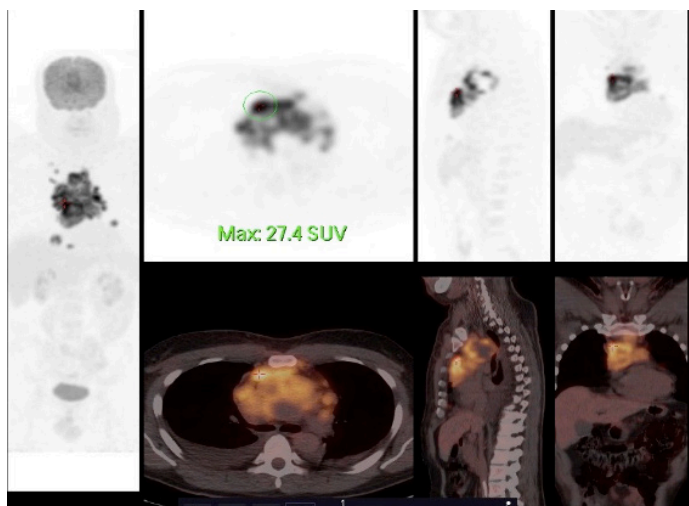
PET/TAC diagnóstico. Masa mediastínica (SUVmáx 27.40) y adenopatías supraclaviculares.
